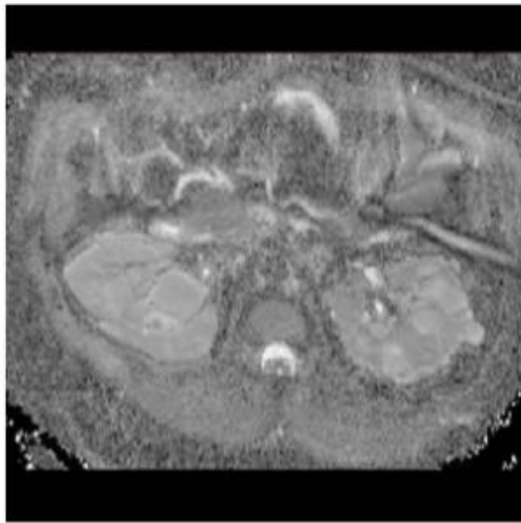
È rappresentata la formula che consente di ricavare l'ADC a partire dai due b value impostati dall'operatore. Sotto alla formula matematica è rappresentata la mappa ADC di due reni policistici di una paziente in stadio 1-2. Qualitativamente le mappe ADC appaiono come il negativo delle DWI, al contrario delle DWI, non risentono di alcuna pesatura T2 residua e contengono una precisa informazione quantitativa relativa ai processi diffusivi.
